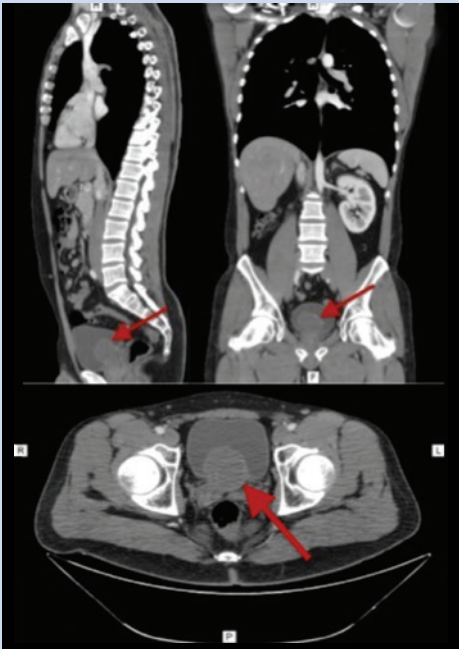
КТ пациента В. Стрелкой указана киста семенного пузырька, пролабирующая в полость мочевого пузыря
